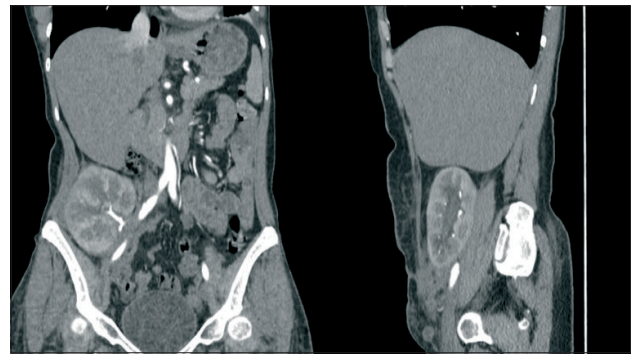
МСКТ пациентки после лечения
